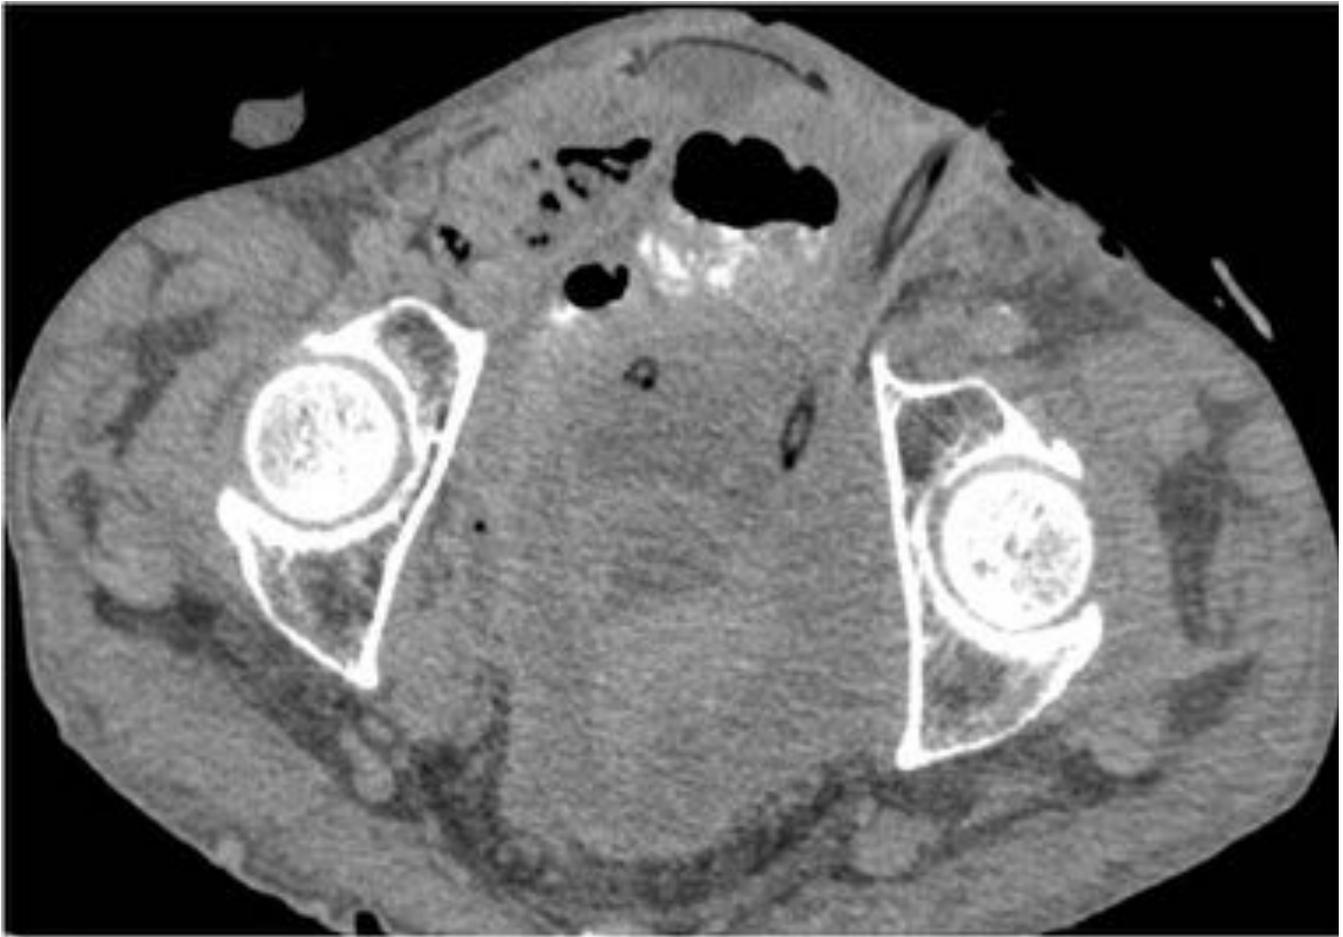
TC abdominal. Cistectomía radical y hematoma pélvico en evolución con drenaje que sale por la pared abdominal anterior izquierda. .
